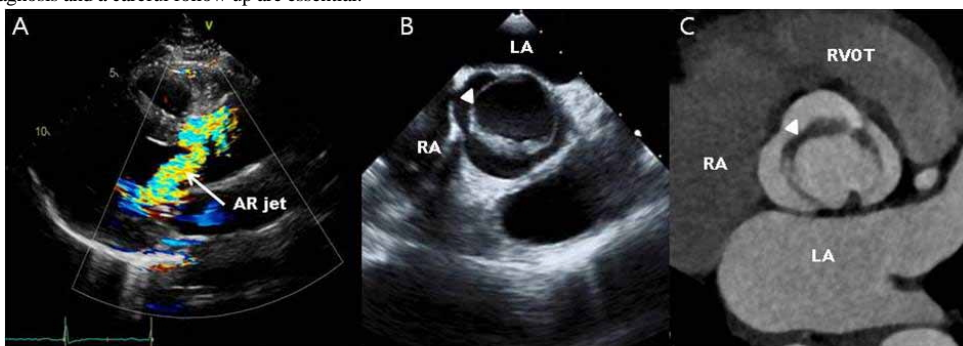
A. Transthoracic echocardiography: Severe aortic regurgitation in long-axis parasternal view(arrow); B. Transesophageal echocardiography: unicommissural unicuspid aortic valve in short axis view(arrow head); C. The multidetector computerized tomography: unicommissural unicuspid aortic valve in systole (arrow head). LA, left atrium; RA, right atrium; RVOT, right ventricular outflow tract.
